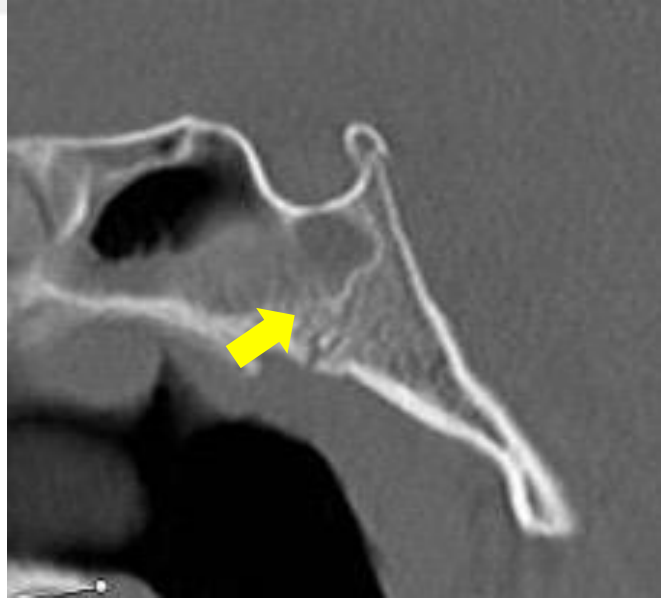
SOS kapanma derecesi 1. evrenin BT görüntüsü.
